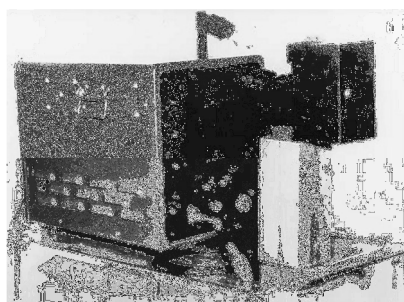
Ultrasonic reflectoscope*<sup>1</sup>
